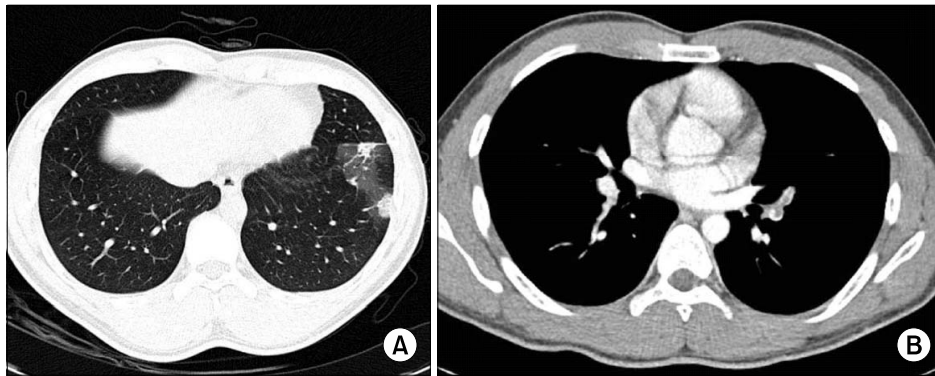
Chest CT scan shows a low density in left lower lobe of lung (A), and a perfusion defect in left pulmonary artery (B).
